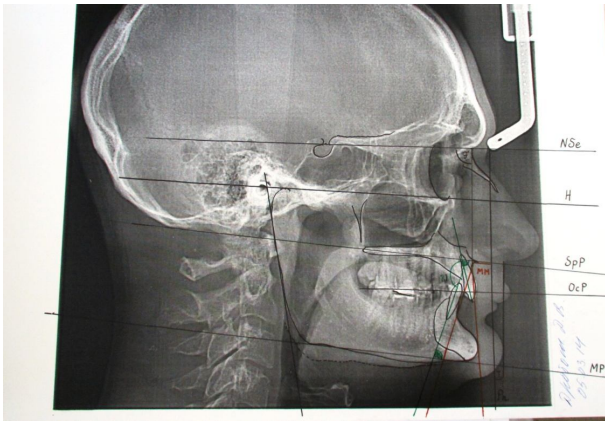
Фото телерентгенограми пацієнта Д-т, 28 р., мед. картка №711.
